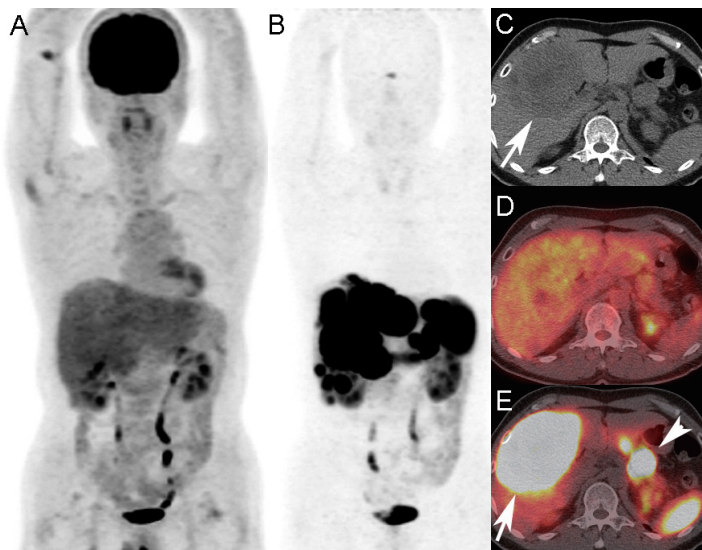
80 歳代男性、悪性神経内分泌腫瘍症例。FDG-PET/CT の PET の MIP 像 (A)、DOTATOC-PET/CT の PET の MIP 像 (B)、腎上極レベルの CT、融合画像 (D:FDG-PET、E:DOTATOC-PET) を示す。膵の原発巣 (矢頭)、肝内に多発する転移巣 (矢印) には FDG の集積は弱い、明瞭な DOTATOC の集積をみると、膵原発神経内分泌腫瘍の多発肝転移に合致する像である。
